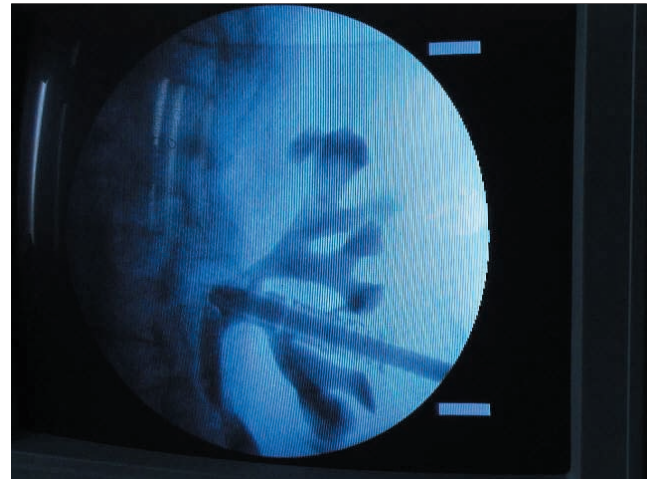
Positionieren der Prothese im Nierenbeckenkelchsystem unter Röntgendurchleuchtungskontrolle. Wegen einer relativ tiefstehenden Niere wurde hier ein mittlerer Kelch punktiert.
